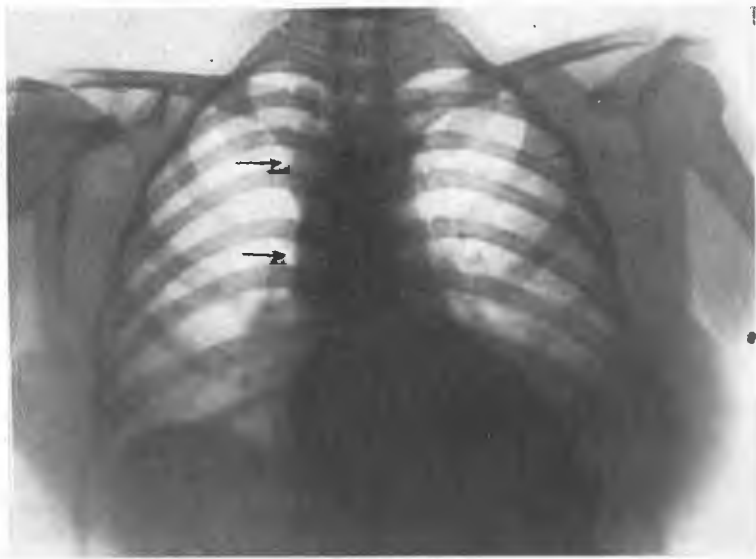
Radiografía dorso-ventral. La flecha indica el arco aórtico.
